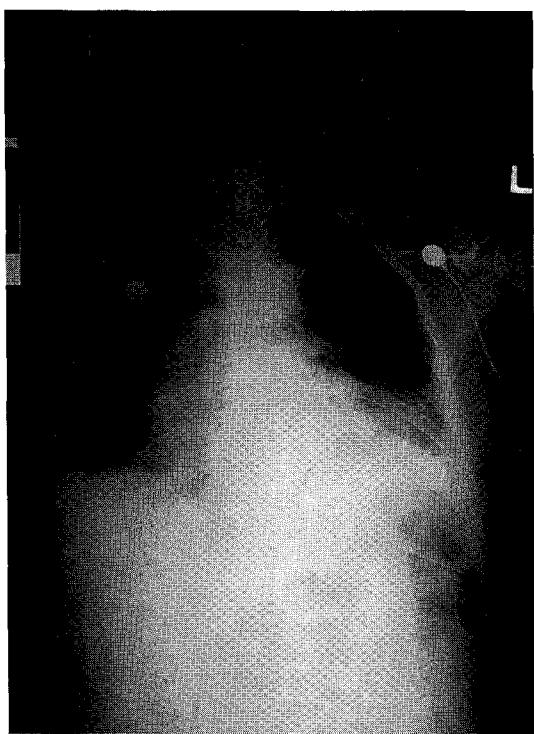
Chest radiograph shows hypertensive heart and parenchymal consolidation in left lower lobe.
